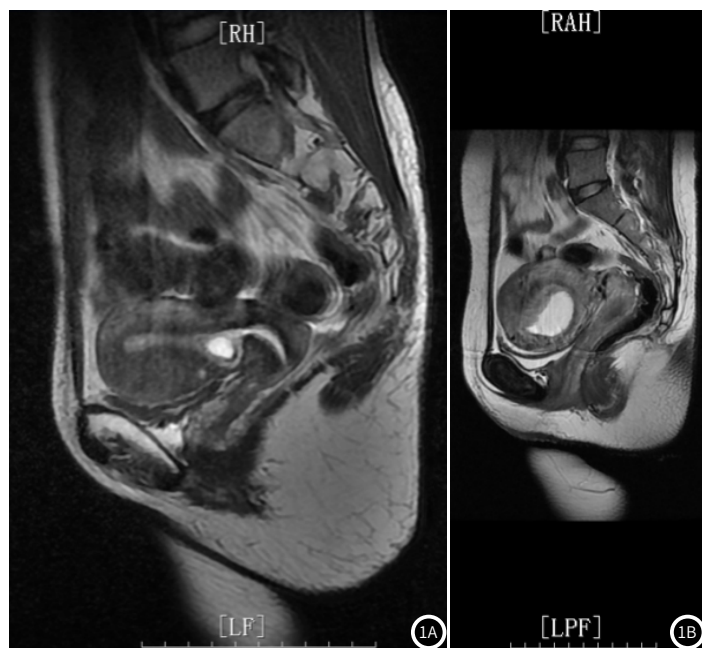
图1B MRI检查的典型影像图表现。图1A患者女, 31岁, MRI-T₁WI清晰显示孕囊位于子宫下段前壁最薄处; 图1B患者女, 32岁, MRI-T₂WI显示子宫体积增大, 呈早孕改变。
